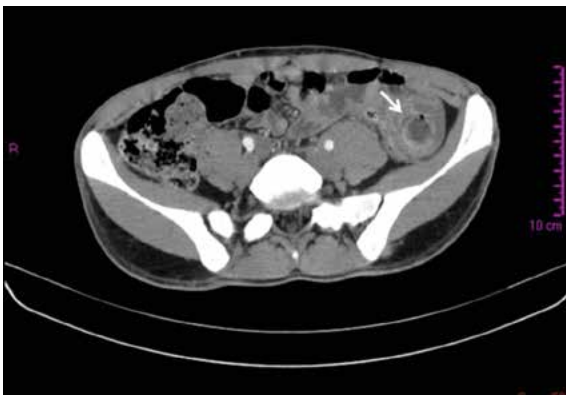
TC: stessa scansione assiale con mezzo di contrasto dell'ansa digiunale con *iper-enhancement* circolare flogistico postemorragico. Iperdensità del cellulare adiposo e sottile falda fluida.
